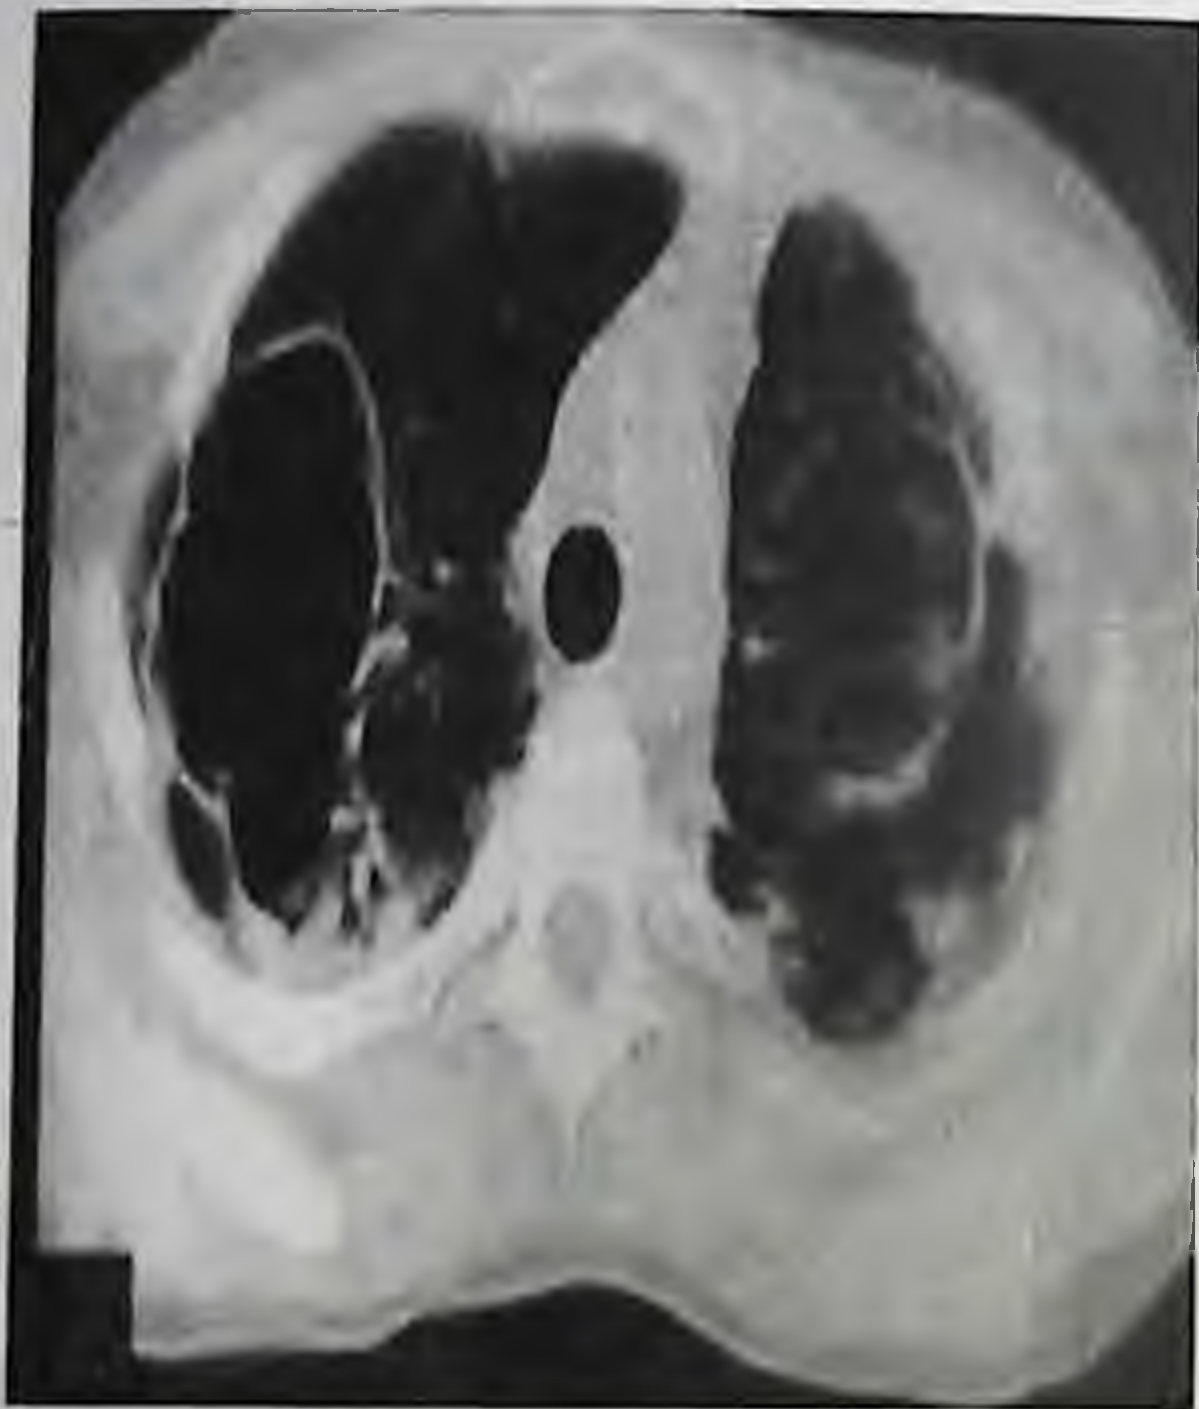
КТ при фиброно – кавернозном туберкулезе легких
